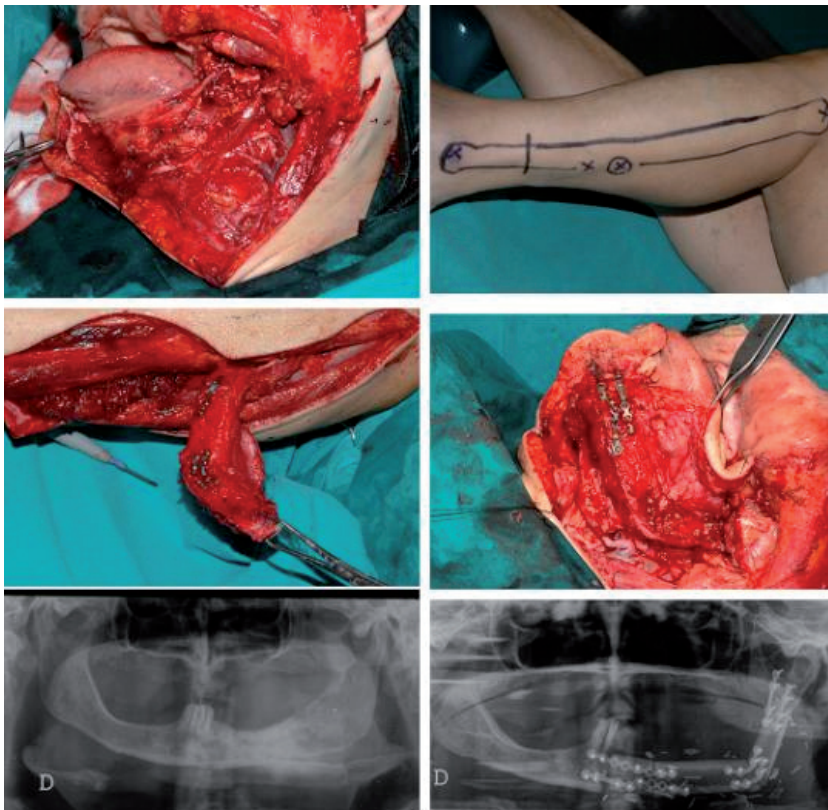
Ricostruzione emimandibolare sinistra mediante lembo osteomiocutaneo di fibula (a, b). Prelievo, modellazione e trasferimento del lembo nel sito accettare (c, d). Radiografia ortopantomica pre e postoperatoria (e, f).
